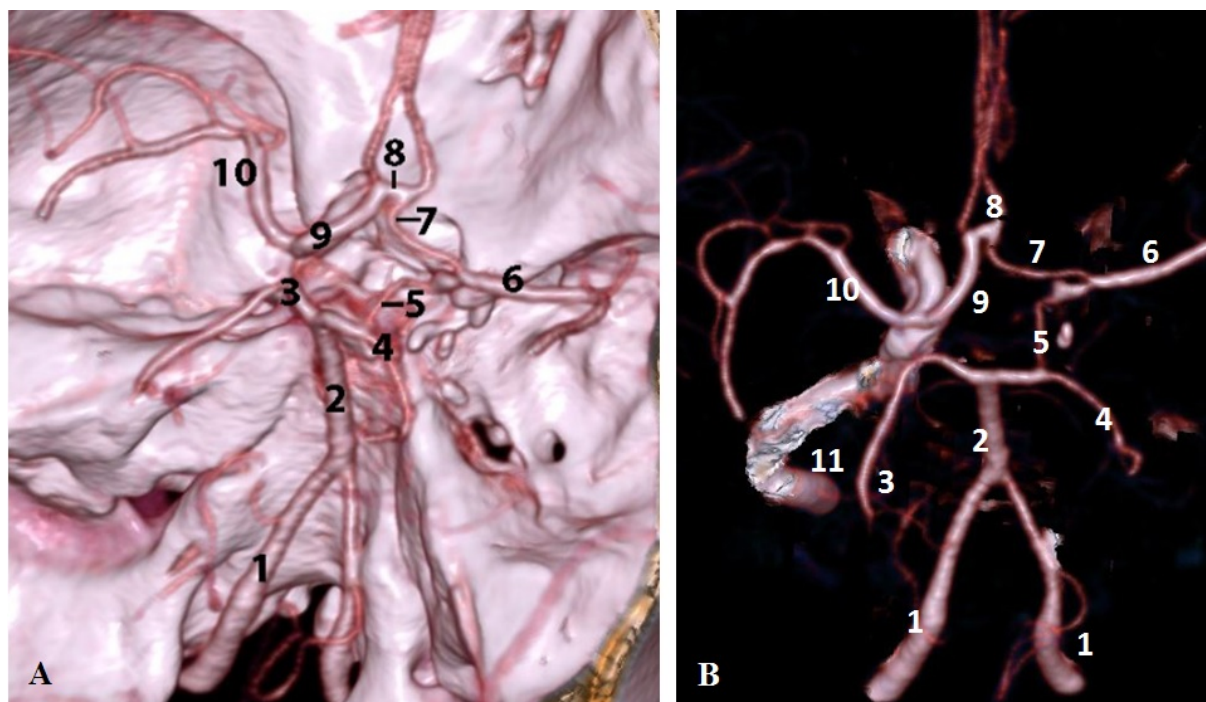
КТ-ангиография (А) и VRT-реконструкция (В) сосудов виллизиева круга. Обозначения: 1 – позвоночная артерия, 2 – базилярная артерия, 3 – левая задняя мозговая артерия, 4 – правая задняя мозговая артерия, 6 – правая задняя соединительная артерия, 7 – правая средняя мозговая артерия, 8 – передняя соединительная артерия, 9 – левая передняя мозговая артерия, 10 – левая средняя мозговая артерия, 11 – левая внутренняя сонная артерия.
